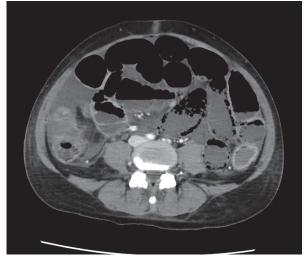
Preoperative contrast-enhanced CT image demonstrating the absence of contrast-induced bowel wall enhancement, accompanied by a substantial amount of intestinal gas and air-fluid levels.
